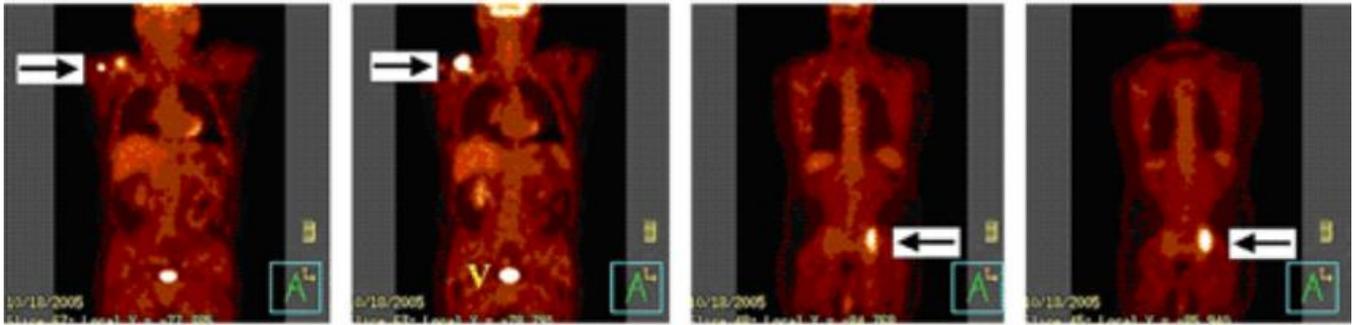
Coupes frontales obtenues par FDG TEP-TDM montrant des lésions au niveau de la clavicule droite et au niveau de la zone sacro-iliaque gauche (Le V représente la vessie où s'élimine le traceur) (34)
